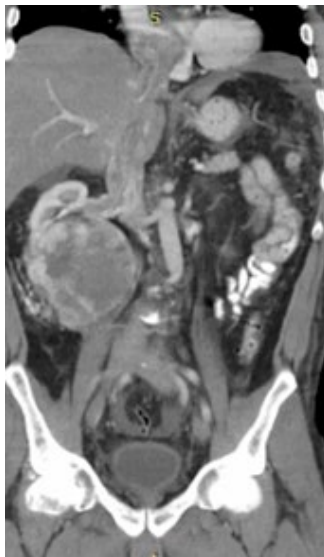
Tomografía simple y contrastada que demuestra defecto de llenado a nivel auricular, trombo a nivel de la vena cava inferior, vena renal y tumor renal derecho.
